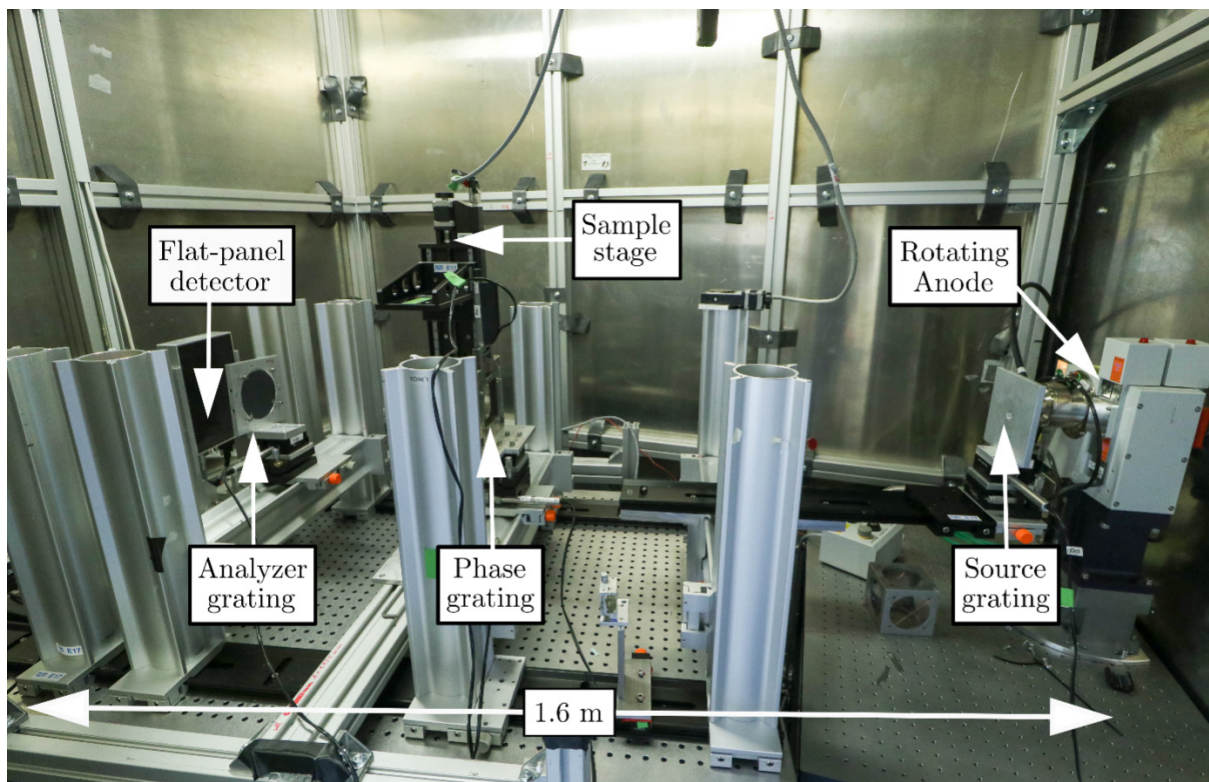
Experimenteller Talbot-Lau-Interferometeraufbau. Das Absorptionsgitter G0 (Source Grating) ist direkt an der Röntgenröhre platziert. Die Probe ist direkt hinter dem Phasengitter G1 (Phase Grating) positioniert. Direkt vor dem Detektor ist das Gitter G2 (Analyzer Grating) positioniert. Der gesamte Laboraufbau hat eine Länge von 1,60 m.
